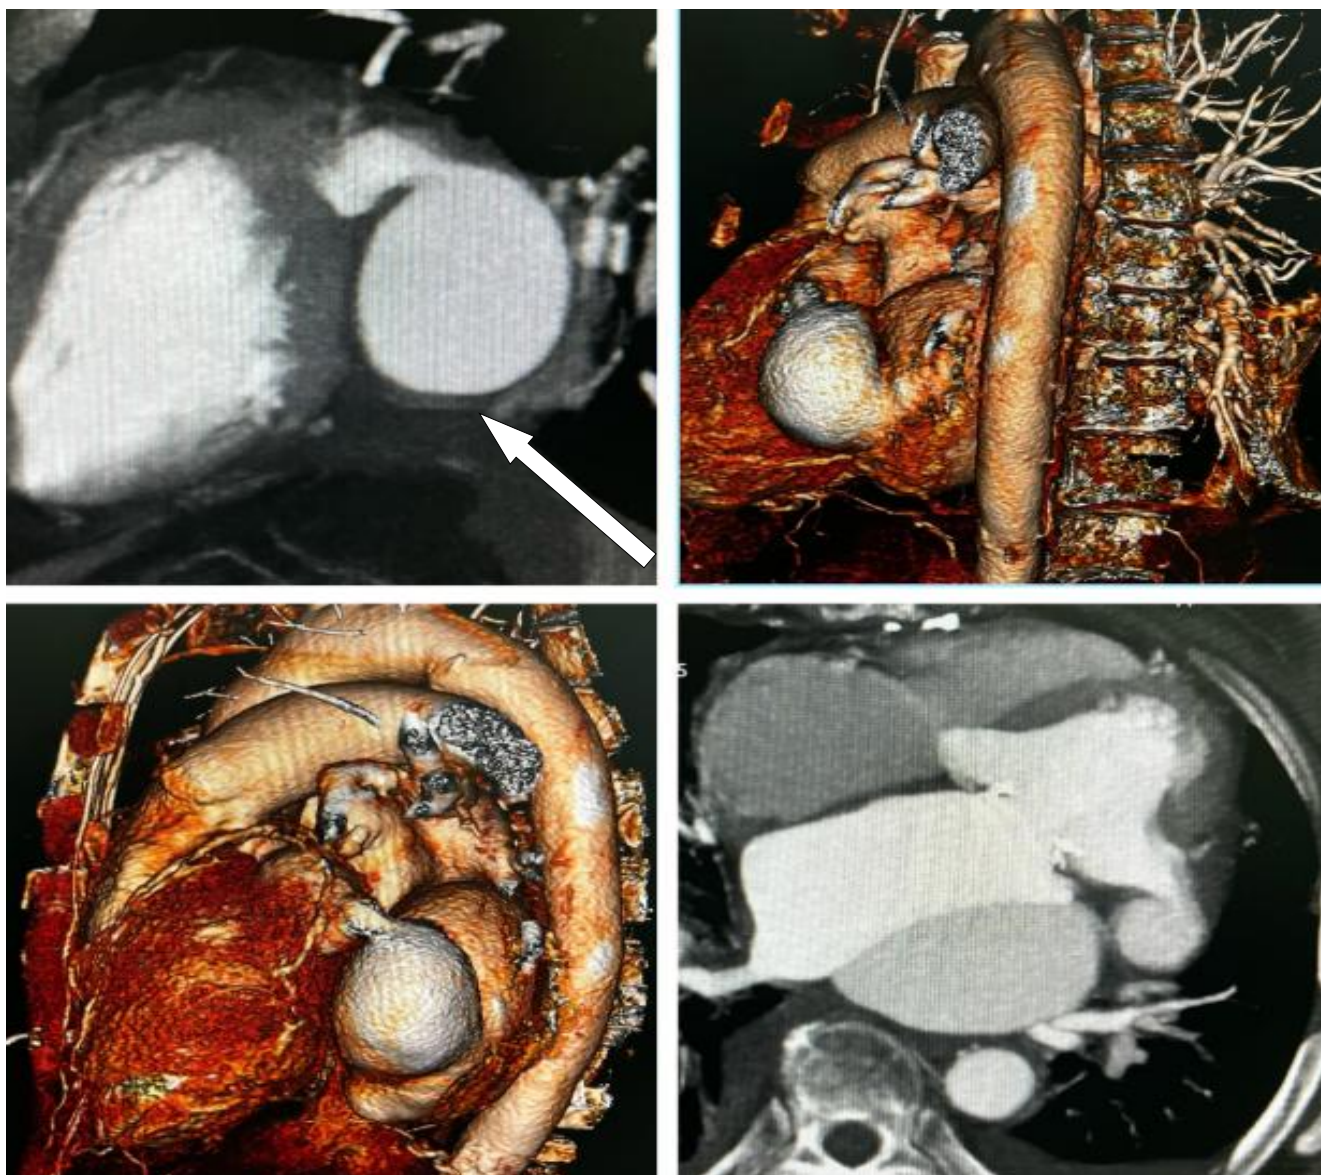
Компьютерная томография сердца.
